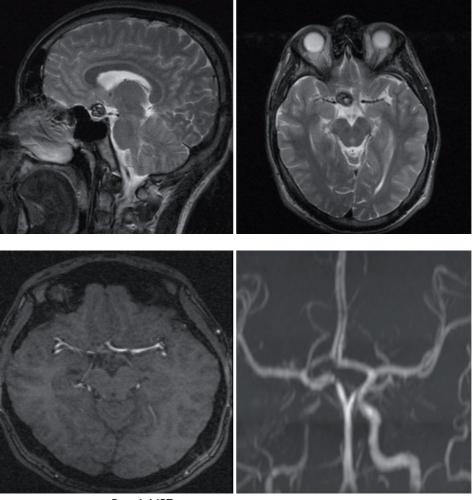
МРТ головного мозга в ангиорежиме.
